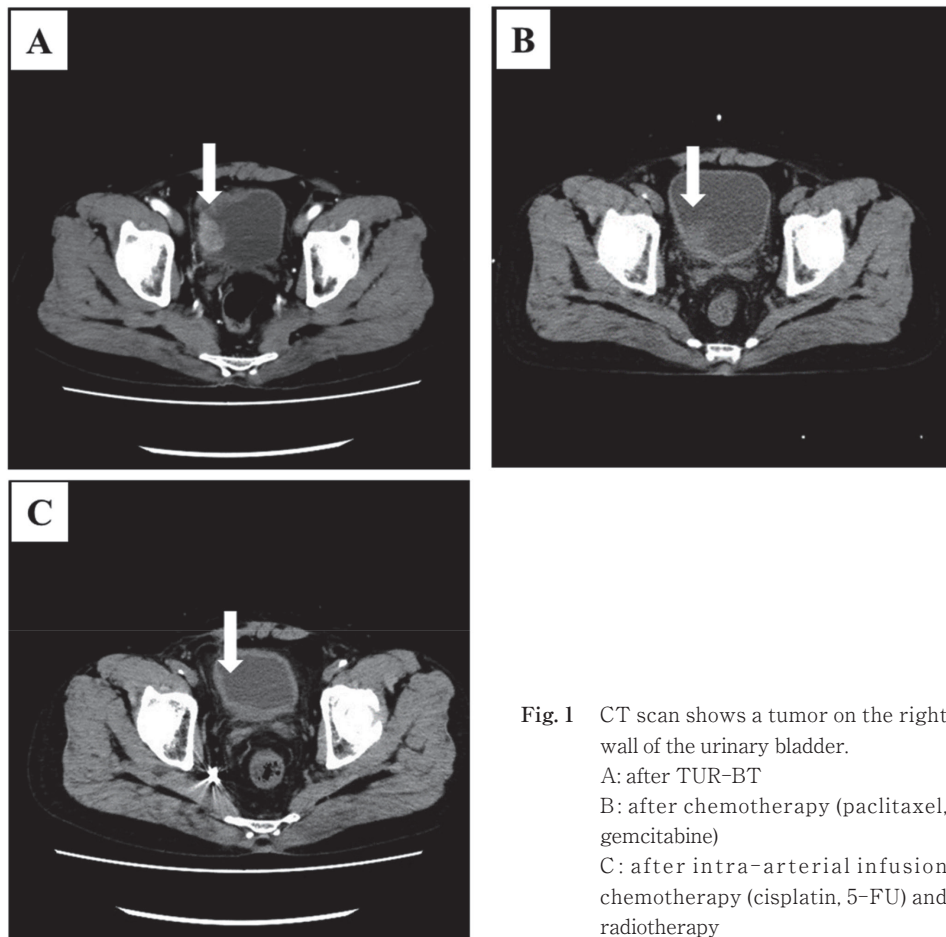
CT scan shows a tumor on the right wall of the urinary bladder.
